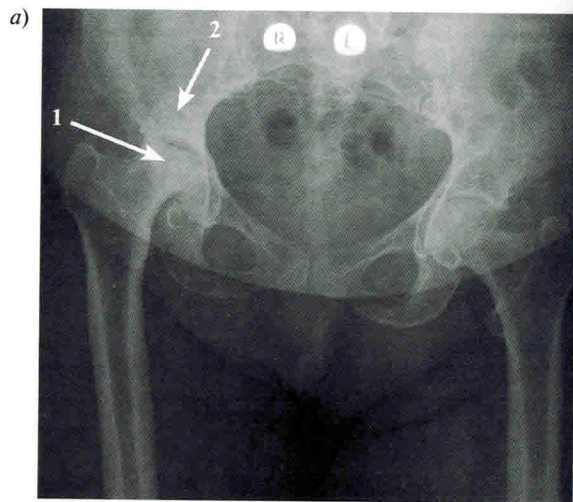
Остеоартроз правого тазобедренного сустава на фоне врожденной дисплазии сустава I степени по классификации Crowe. Рентгенография:
